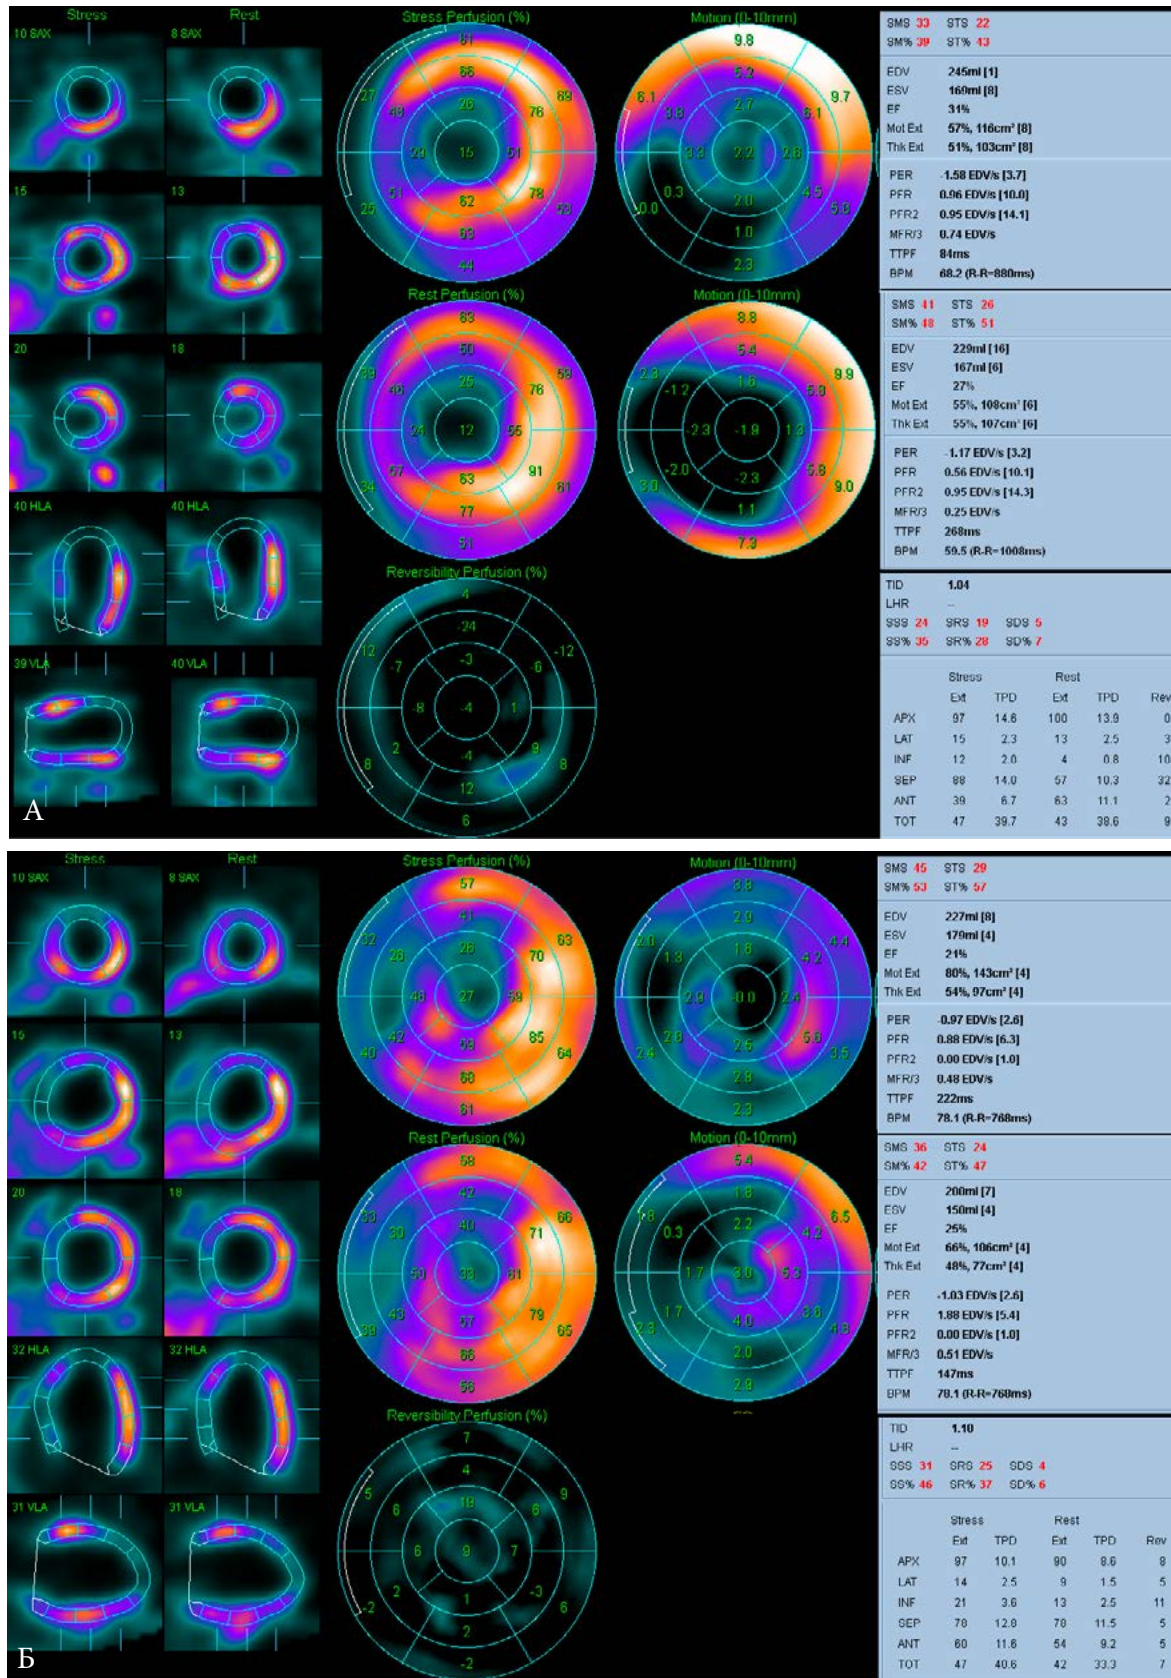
Данные перфузионной ОЭКТ миокарда у двух пациентов, у которых рассматривается проведение КШ в связи с многососудистым поражением КА. А. Пациент К., 69 лет, по результатам ОЭКТ проведение КШ нецелесообразно. Б. Пациент В., 48 лет, по результатам ОЭКТ проведение КШ целесообразно.
